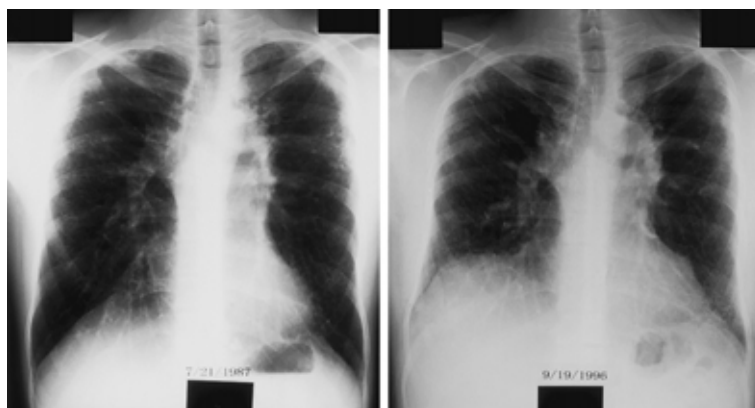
Chest X-ray films obtained at presentation ( left ) and 9 years later ( right ), showing progressive reduction in lung volume with subpleural fibrosis mainly in the upper lobes.
